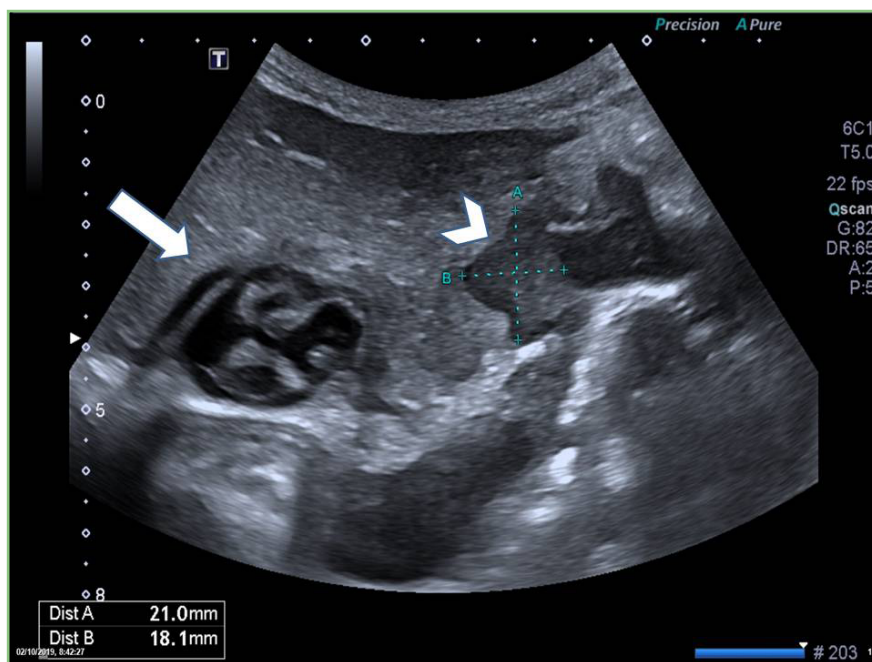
Ecografía abdominal que muestra lesión quística tabicada y loculada en segmento III hepático (quiste hidatídico, flecha) y lesión sólida en pared estomacal de 21 x 18.1 mm (tumor gástrico pobremente diferenciado, punta de flecha).
